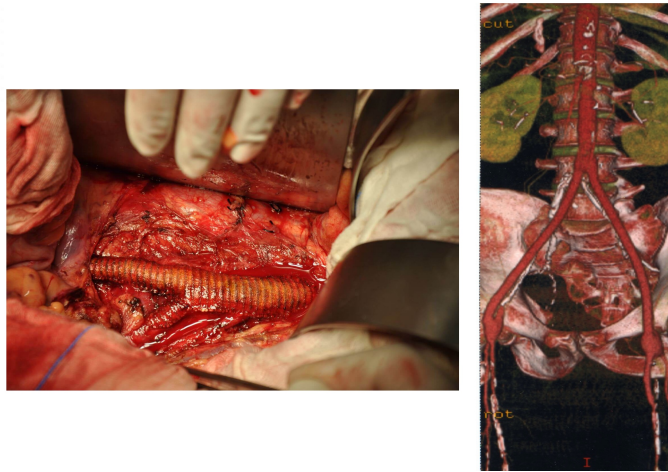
A sinistra una foto intraoperatoria di una protesi aortica biforcata in Dacron; a destra una ricostruzione all'angio-TC di bypass aorto-bifemorale. UOC Chirurgia Vascolare ed Endovascolare dell'Azienda Ospedale Università di Padova*
